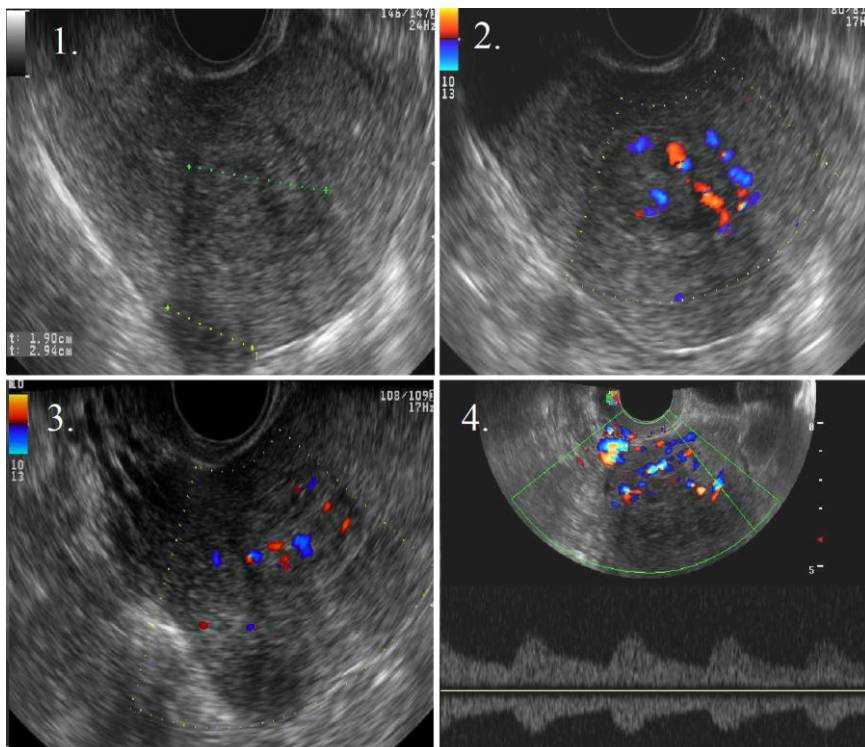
Imagini nodulare hipocogene paracavitar și subseros – examinare cu sondă endovaginală(1) Semnal Doppler accentuat intranodular(2) Vascularizație miometrială cu aspect normal(3) Flux de rezistență joasă în arterele arcuate(4)
